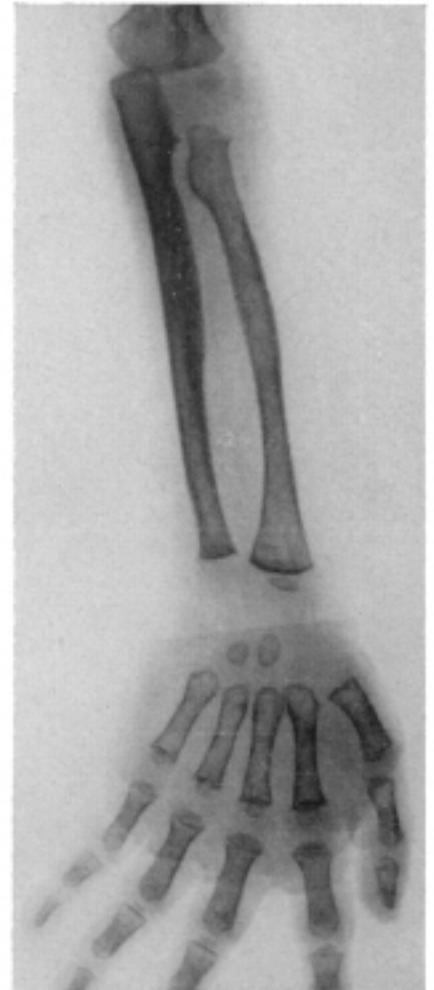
Caso n. 1. Radiografie degli arti superiori. Incurvamento e rigonfiamento delle diafisi omerali, con ispessimenti periosteali. Irregolarità metafisarie degli omeri, dei radii e dei metacarpi. Grave osteoporosi
